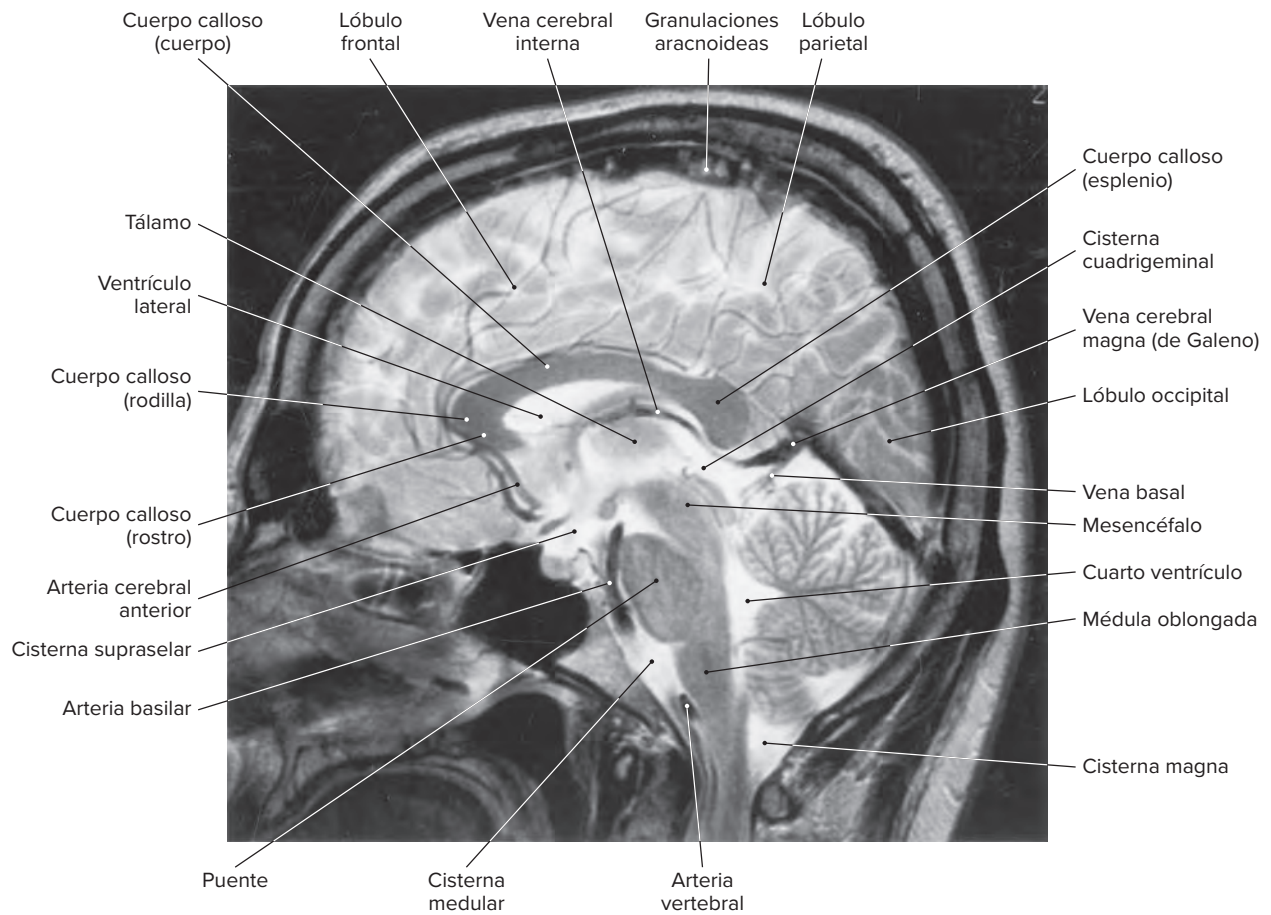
Imagen de resonancia magnética (RM) T2 ponderada del cerebro en un corte medio sagital. En esta secuencia T2, los espacios de líquido cerebroespinal aparecen de color blanco, en tanto que el tejido cerebral se observa en tonos grises.
